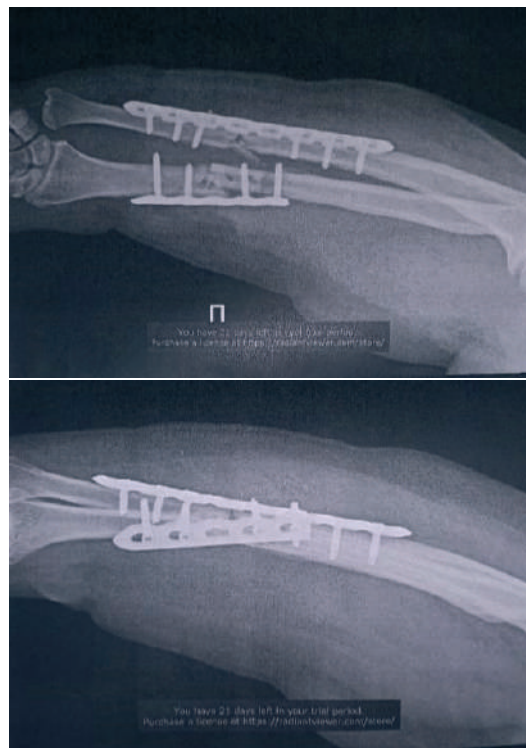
Рентгенограмма костей правого предплечья
